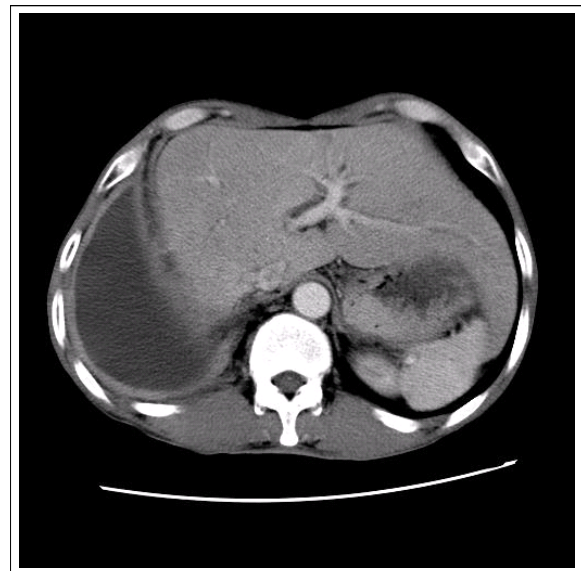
Diffuse, continuous, and smooth pleural enhancement pattern in a 28-year-old man with tuberculous pleural effusion on the contrast-enhanced CT scan (ADA level, 120 U/L). Diffuse, continuous, and smooth pleural enhancement (arrows) with a right pleural effusion is noted at the level of the liver on the contrast-enhanced CT scan. The maximal thickness of pleural enhancement is about 6 mm.
